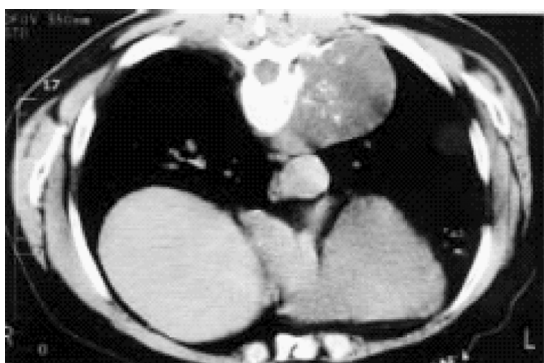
CT 平扫俯卧位纵隔窗,示左后下纵隔胸椎旁肿块影,其间可见斑点条索状钙化影,椎体和后肋骨质破坏
